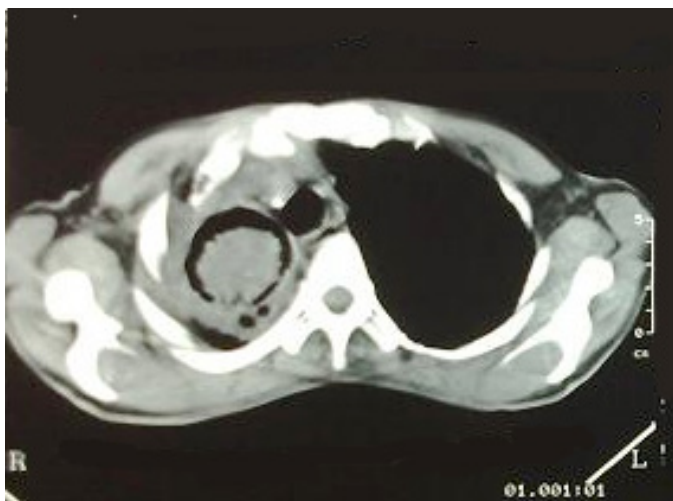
TC de tórax mostrando massa arredondada com espessamento pleural adjacente, em lobo superior do pulmão direito
